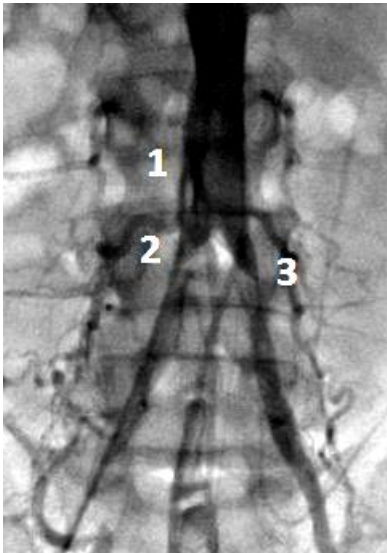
Контрастна аортографія та артеріографія проведена пацієнту до ангіопластики. А. Контрастна графія аорти клубових та стегнових артерій. Б. КТ контрастна графія аорти та клубових артерій у збільшеному вигляді. 1. Аорта. 2. Ділянка стенозу лівої загальної клубової артерії. 3. Ділянка стенозу правої загальної клубової артерії
